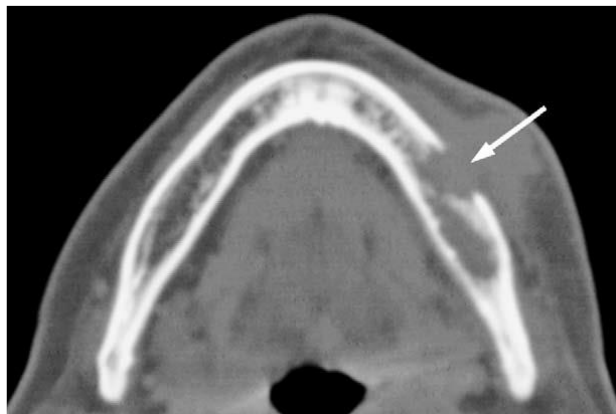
Imagen de TC axial de un caso de osteomielitis bacteriana Muestra perforación ósea cortical (flecha). El restante El hueso cortical tiene densidad casi normal.¹⁰
